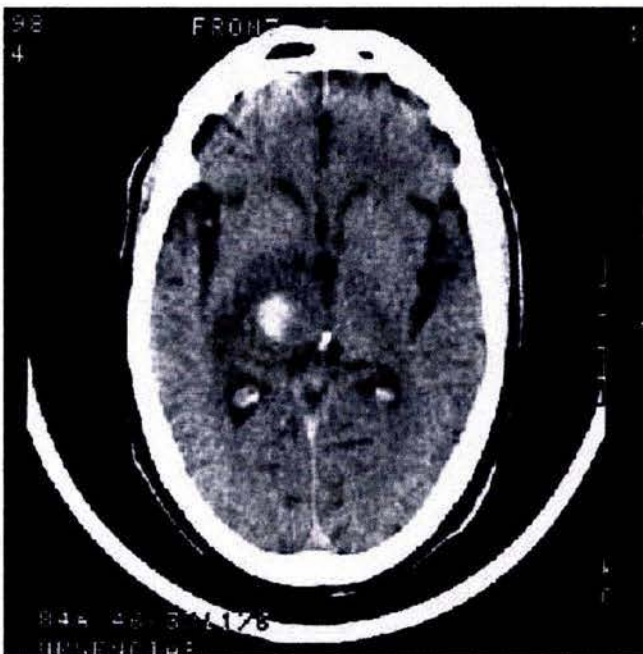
Metástasis cerebral hemorrágica, TC simple. En su polo inferior se aprecia un pequeño foco hiperdenso con valores de atenuación en rango hemático
